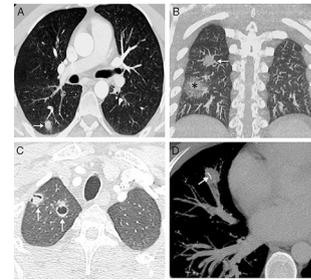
A) Imagen axial de la TC de tórax (ventana de parénquima pulmonar) realizada en 2013 en la que se observa un nódulo sólido en lóbulo inferior derecho (flecha). B) Imagen coronal de la TC de tórax (ventana de parénquima pulmonar) realizada en 2014 en la que visualiza la aparición de 2 nódulos en pulmón derecho: uno sólido (flecha) y otro subsólido de atenuación predominante en vidrio deslustrado con un pequeño centro sólido (asterisco). C) Imagen axial de la TC de tórax (ventana de parénquima pulmonar) realizada en 2016 en la que se demuestra la aparición de 2 nódulos pulmonares cavitados en vértice pulmonar derecho (flechas). Nótese que el nódulo más lateral presenta una cavitación excéntrica con morfología en semiluna. D) Imagen axial de la TC de tórax (ventana de mediastino) realizada en 2017 en la que se observa la aparición de una calcificación lineal (flecha) en el interior de un nódulo sólido en el lóbulo medio.
